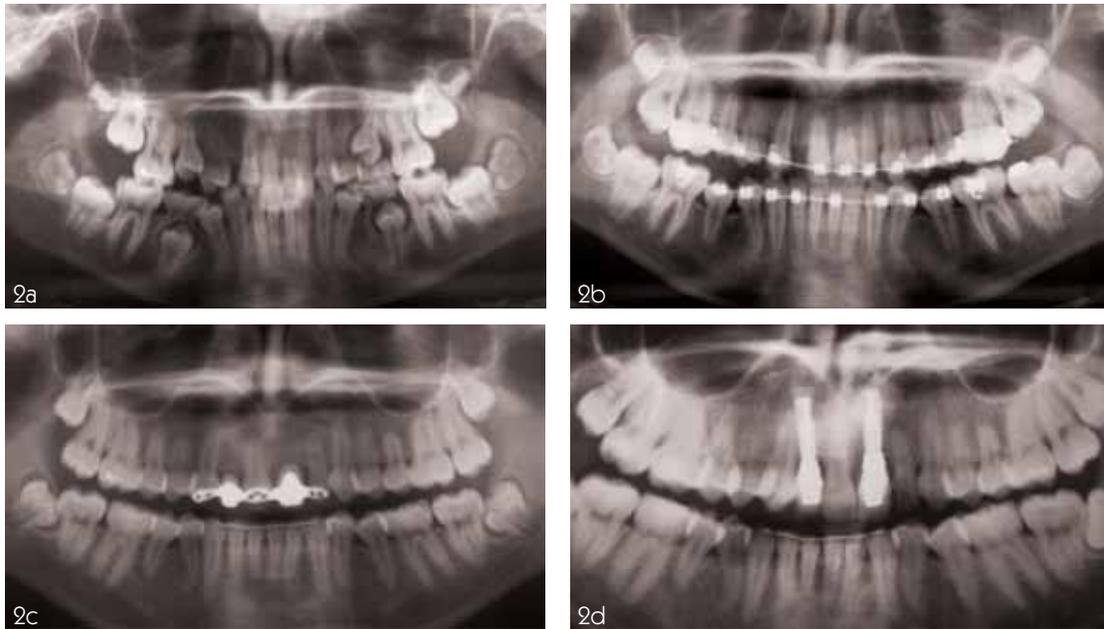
Radiografías panorámicas, secuencia del TMD.
